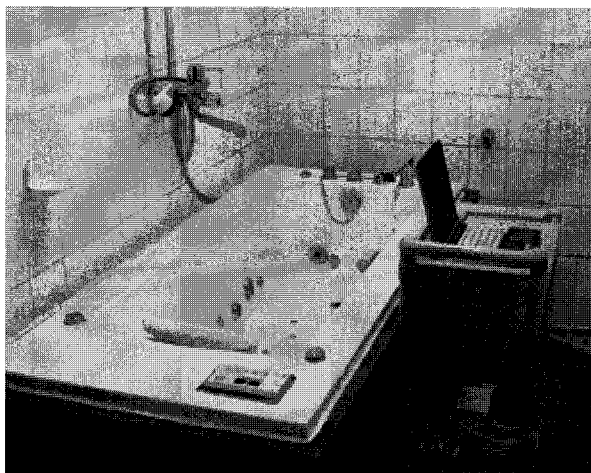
초음파 전신 수조를 통한 실험 환경
